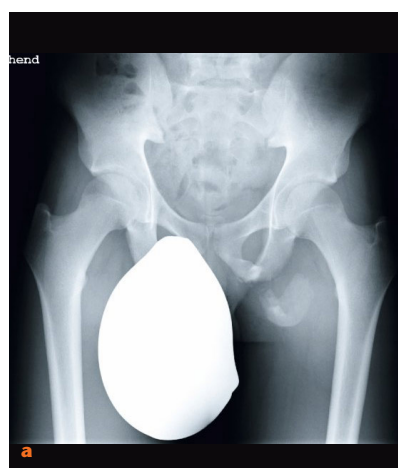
15-jähriger Leichtathlet 1 Jahr nach Verletzung beim Sprinten jetzt mit Schmerzen beim Sitzen über dem Sitzbein links; a Beckenübersicht mit Darstellung des großen Fragmentes und der erheblichen Dislokation b MRT coronar mit Darstellung der Sehnen- und Narbenstrukturen zwischen den Fragmenten und distal davon c Beckenübersicht nach operativer Entfernung des großen Fragmentes und Refixation der ischiokruralen Muskulatur
